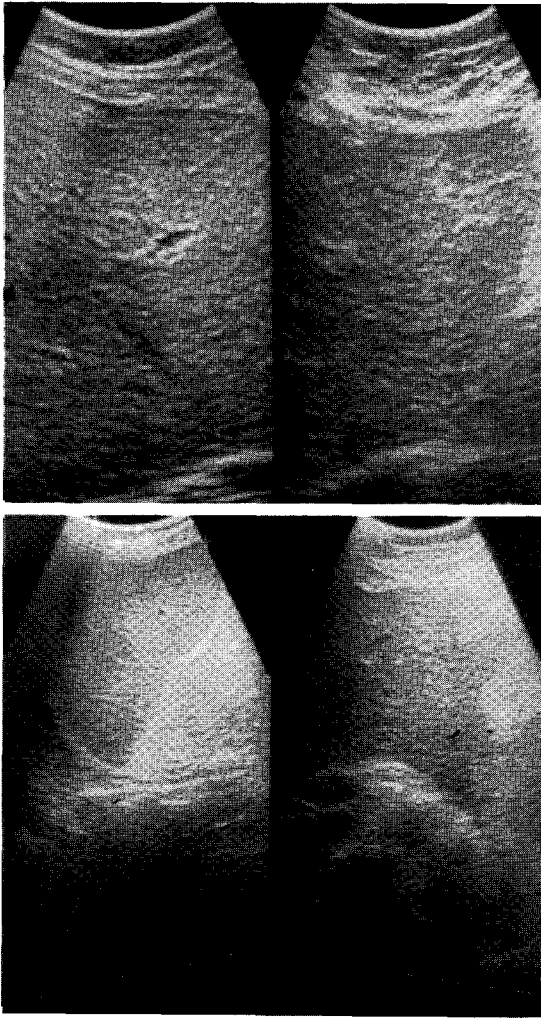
Abdominal ultrasonography shows coarse parenchymal echo of the liver, without a detectable focal lesion and splenomegaly and small amount of ascites in pelvic cavity and gallbladder fossa. No detectable splenic laceration or abnormal echo of infarct.
